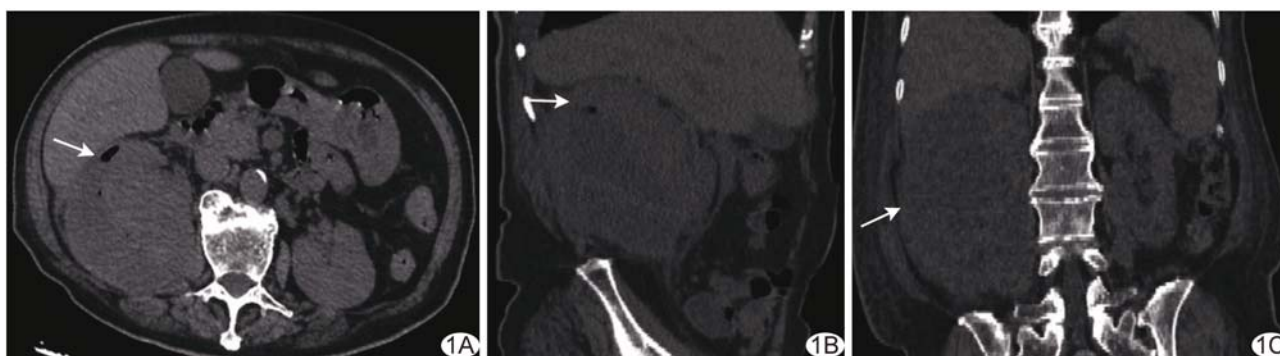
光滑念珠菌致气性肾盂肾炎 CT 平扫表现 A. 轴位图像; B. 矢状位图像; C. 冠状位图像 (箭头示病灶)
